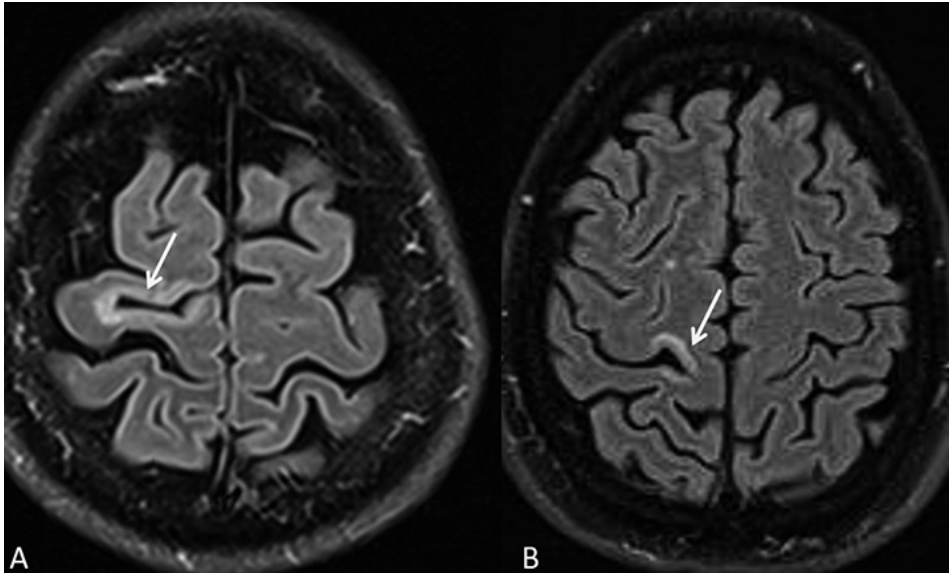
Imágenes transversales T2-FLAIR en dos pacientes con esclerosis múltiple. Se observa una lesión cortical prefrontal derecha (flecha en A), y una lesión yuxtacortical perirrolándica derecha (flecha en B).
